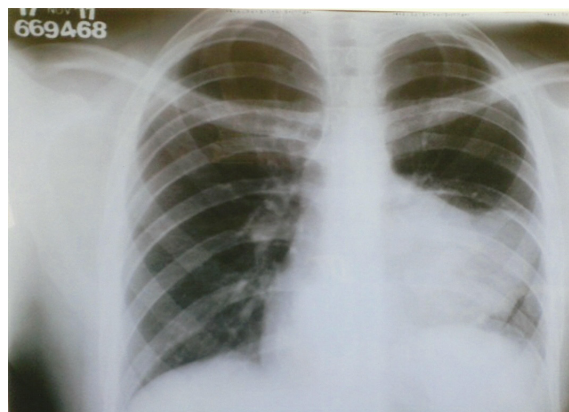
Radiografia de Tórax em PA após quatro ciclos de BEP
